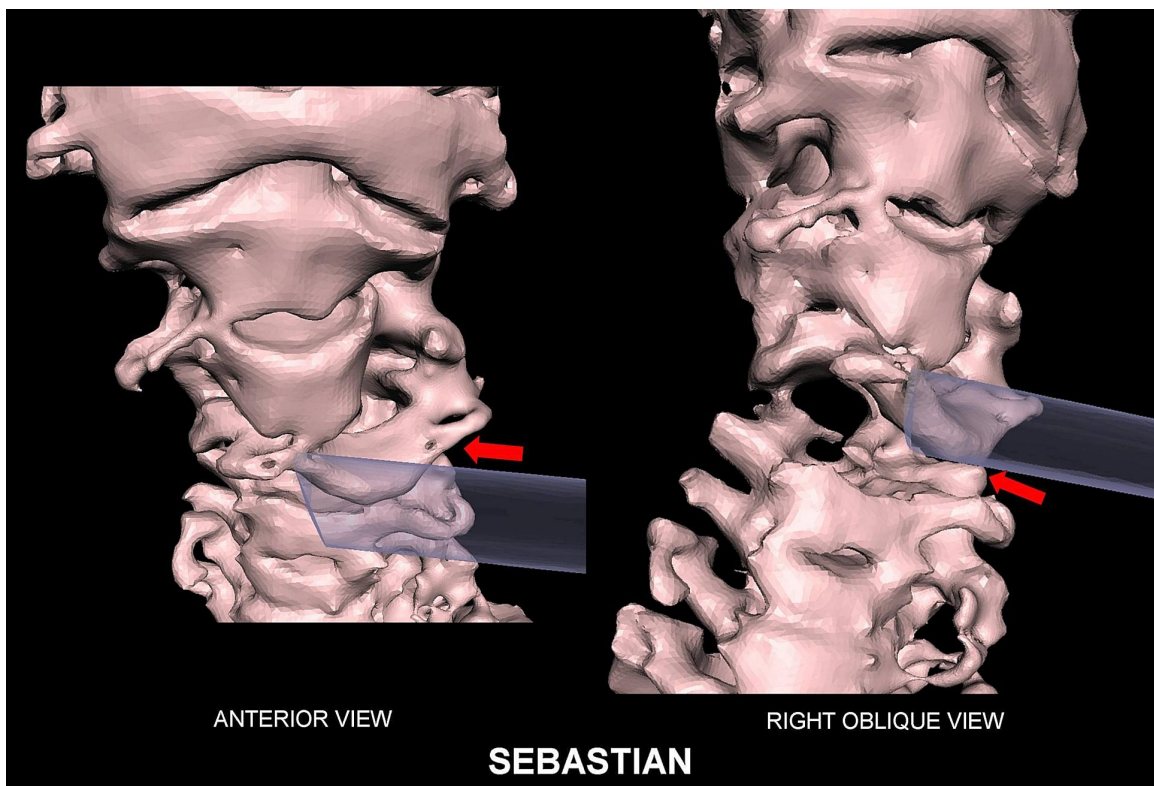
TC en 3D que muestra vistas frontal (izquierda) y oblicua derecha (derecha) de la columna cervical. Se evidenció un desplazamiento anterior con subluxación rotatoria de la vértebra C4 (flecha roja). La trayectoria propuesta del objeto causante de la lesión se muestra en semitransparencia.
